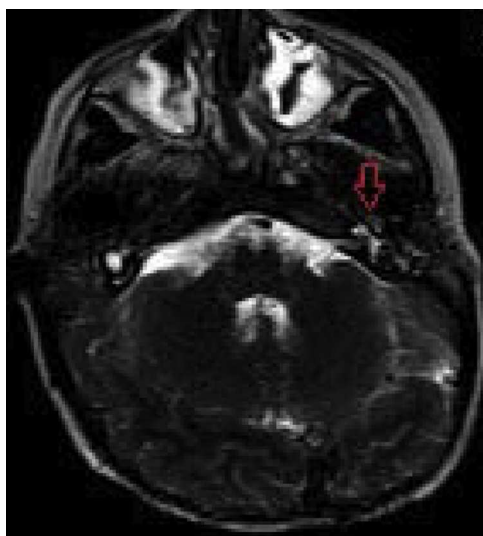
RM (imágenes ponderadas en T2) del hueso temporal que muestran una masa hipointensa en la cavidad timpánica izquierda, vestíbulo derecho ampliado, no siendo visibles los canales semicirculares lateral y posterior derechos.
